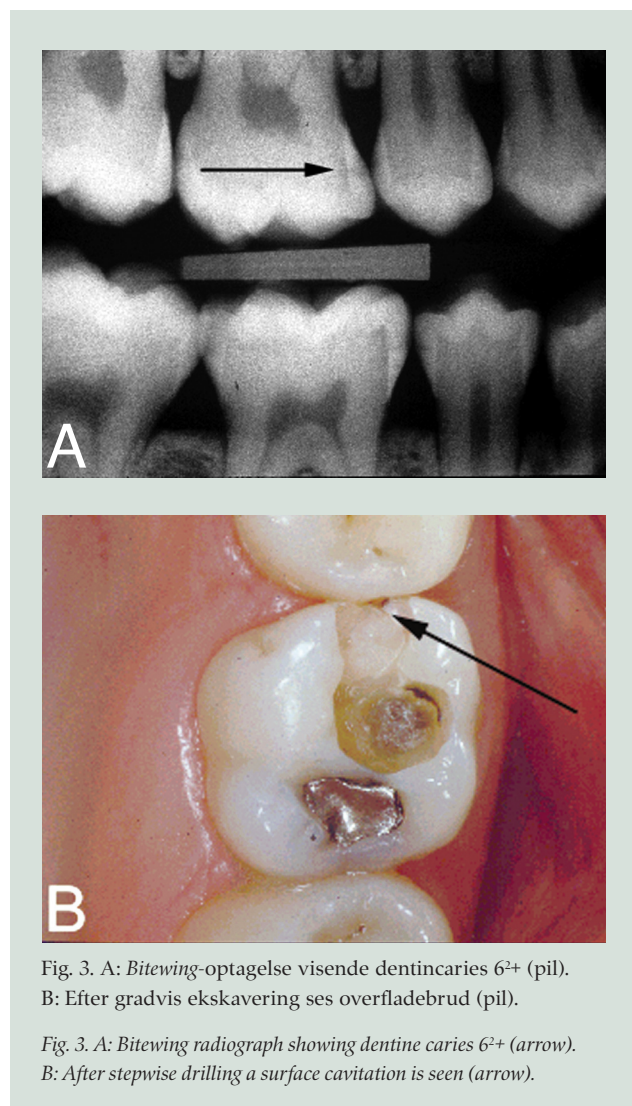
A: Bitewing-optagelse visende dentincaries 6²⁺ (pil).
